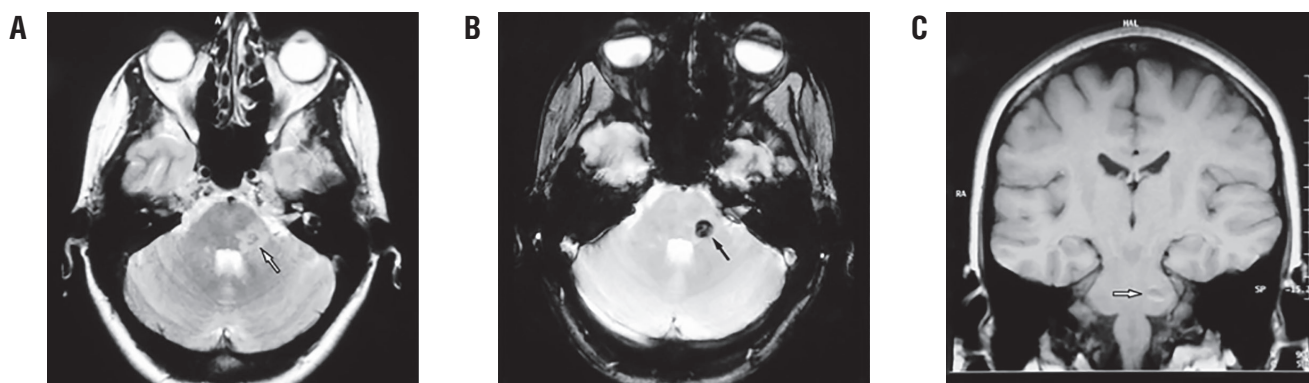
Кавернозная мальформация ствола головного мозга с отеком и небольшим внутриосевым кровоизлиянием. Женщина со сроком беременности 21 нед поступила с головной болью и гемипарезом. А – T2-взвешенная аксиальная магнитно-резонансная томография (МРТ), демонстрирующая каверному в правой средней ножке мозжечка с выраженным отеком вокруг очага поражения (белая стрелка); В – аксиальная МРТ с последовательностью градиентного эха, показывающая кавернозную мальформацию с кровоизлиянием и отложениями гемосидерина (черная стрелка); С – T1-взвешенная коронарная МРТ с острым кровоизлиянием в левой средней ножке мозжечка, окружающей кавернозную мальформацию (белая стрелка) [21].
